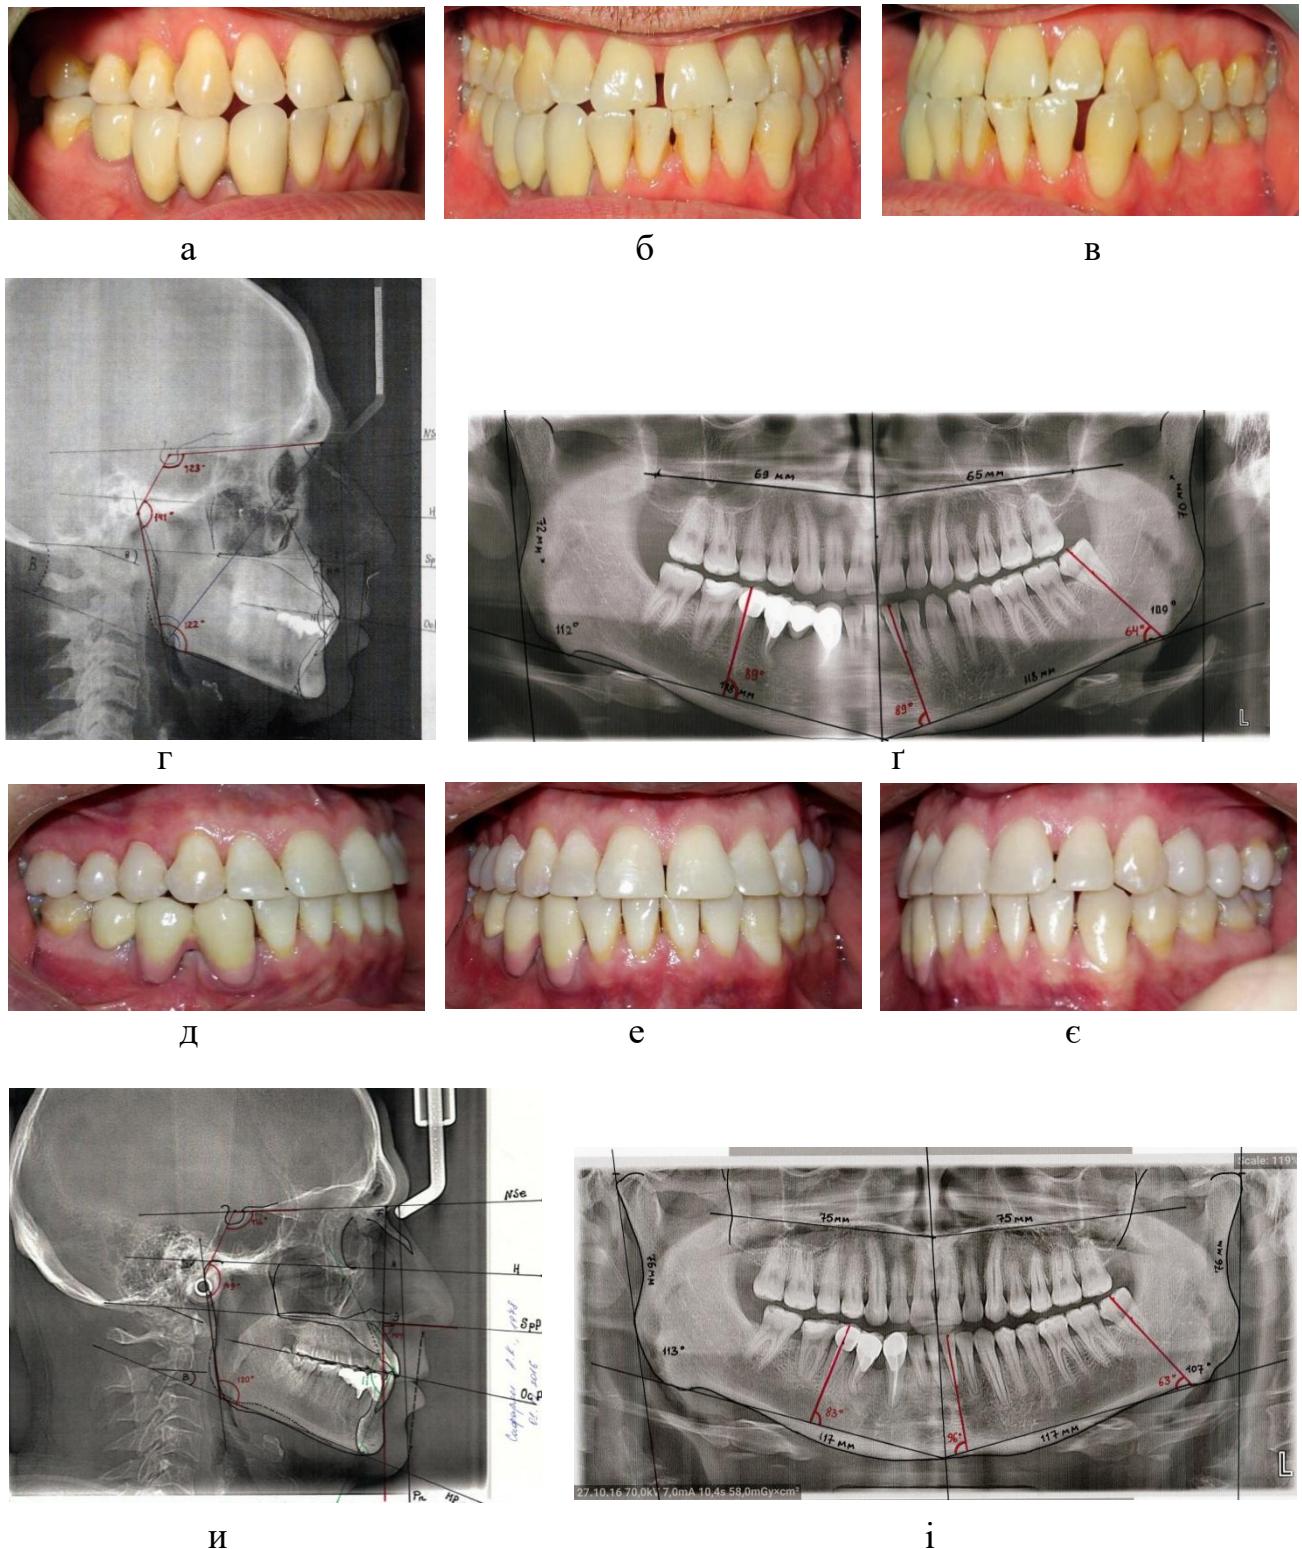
Фото пацієнта С. 38 р. Д-з: прогенічний прикус, поєднана форма; горизонтальний тип росту лицевого черепа. До лікування – а, б, в. ТРГ до лікування – г. Ортопантомограма до лікування – г. Після лікування – д, е, ф. ТРГ після лікування – и. Ортопантомограма після лікування – і.
